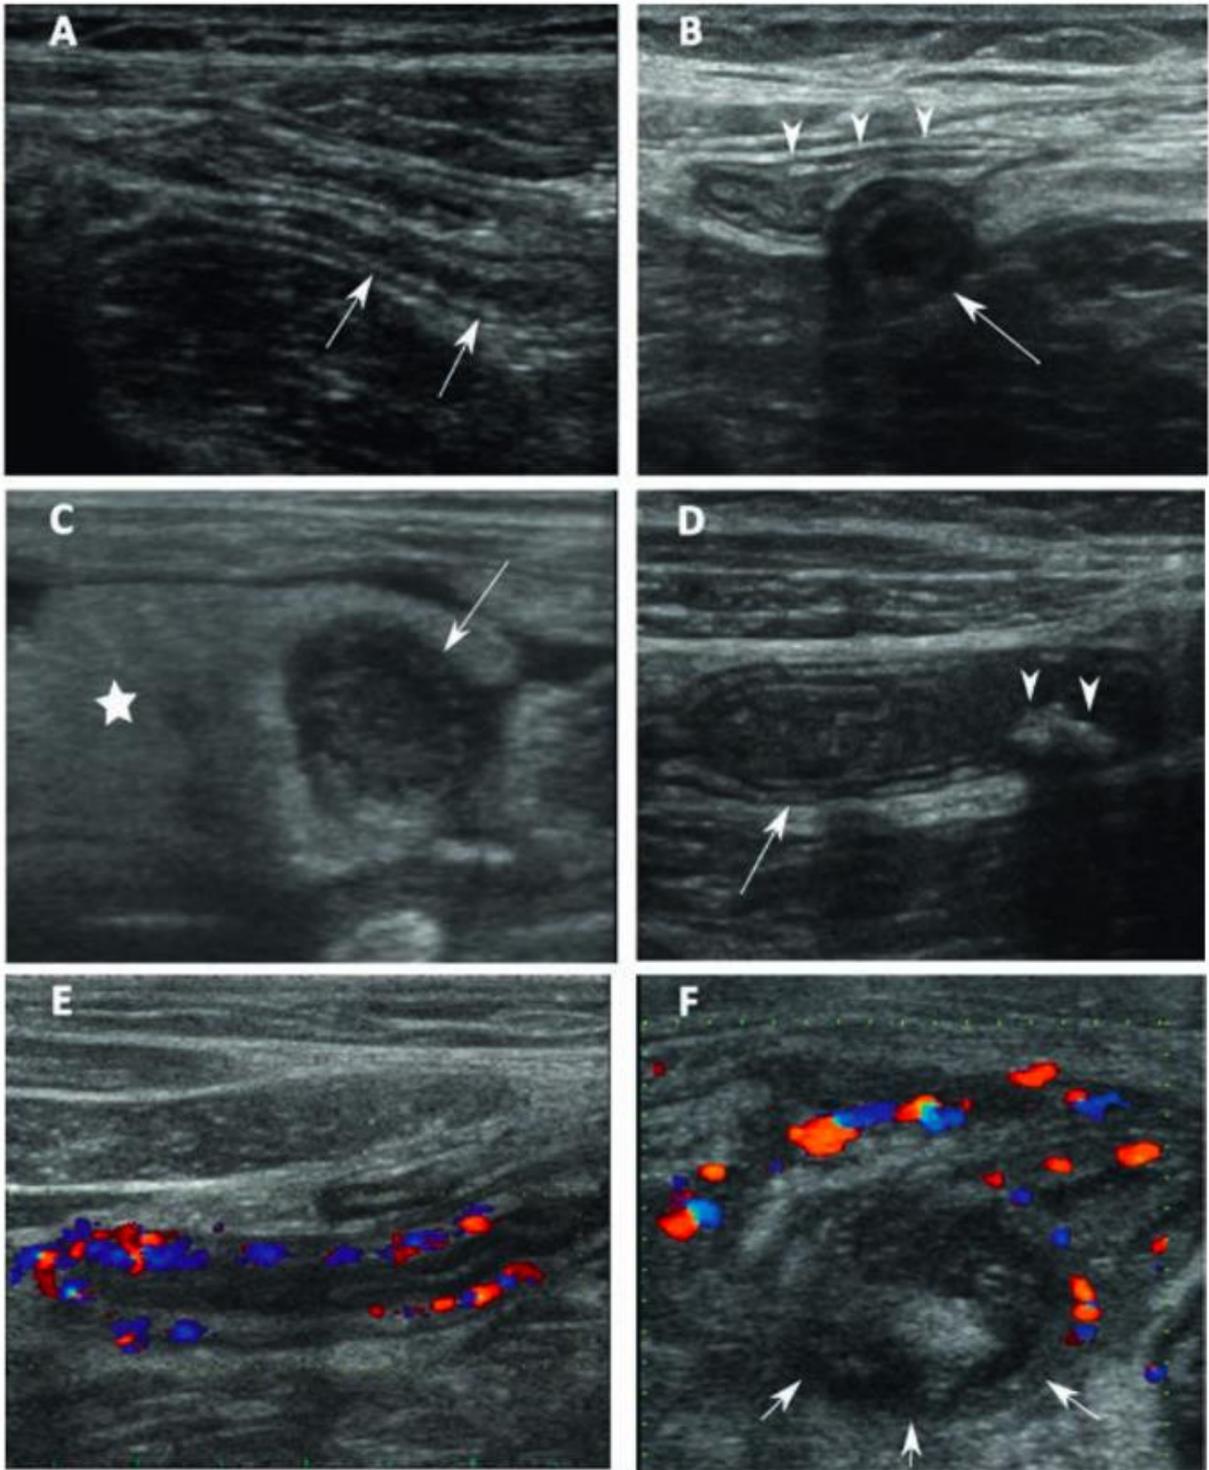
Signes échographiques de l'appendicite
